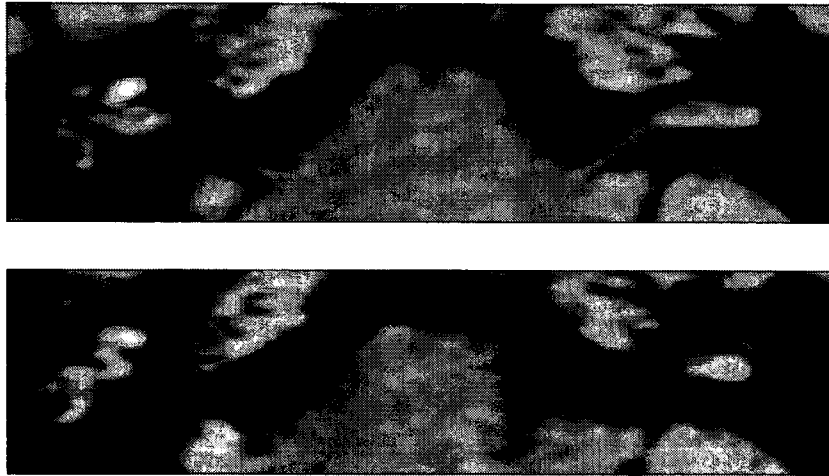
右内耳炎症例の造影 3D-FLAIR 像. 右蝸牛基底回転及び右前庭・半規管に著名な造影効果を認める.
